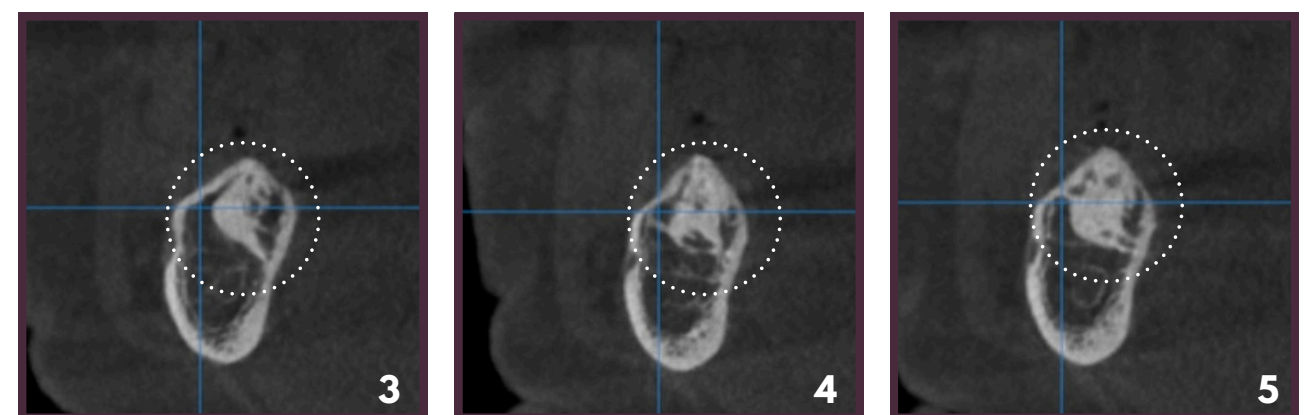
Tomografia computadorizada à arcada mandibular (cortes transversais de 1mm)
